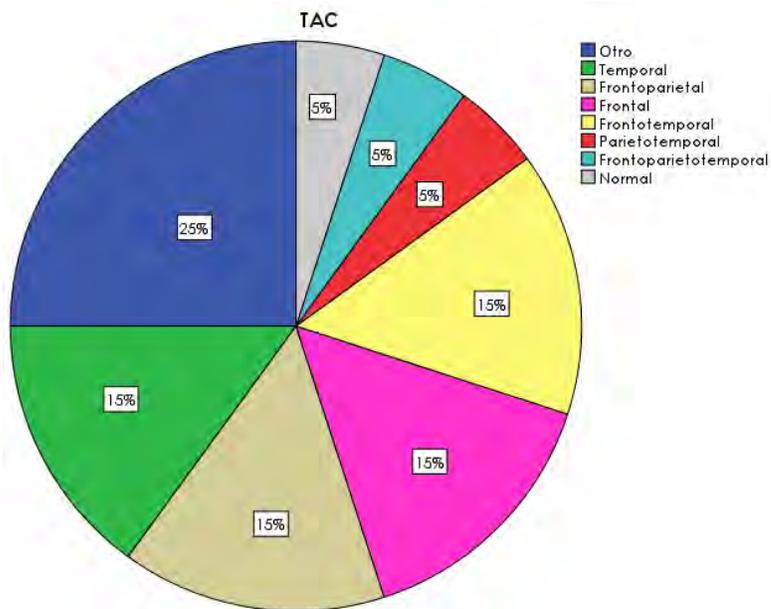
Sitio anatómico de lesión de la TAC (Tomografía axial computarizada).
